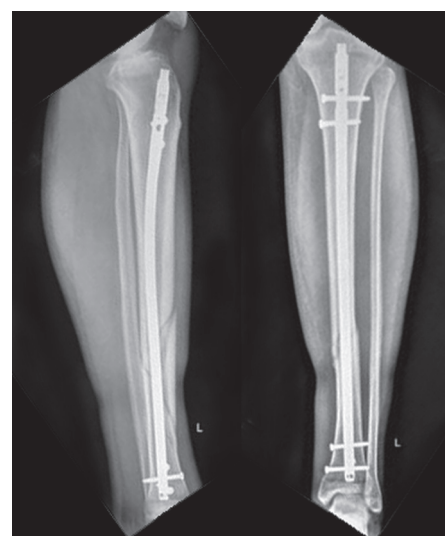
Рентгенограммы голени, выполненные при обращении в НМИЦ ТО через 3 месяца после операции. В зоне перелома признаки консолидации отсутствуют. В метаэпифизе выявлена зона разрежения
